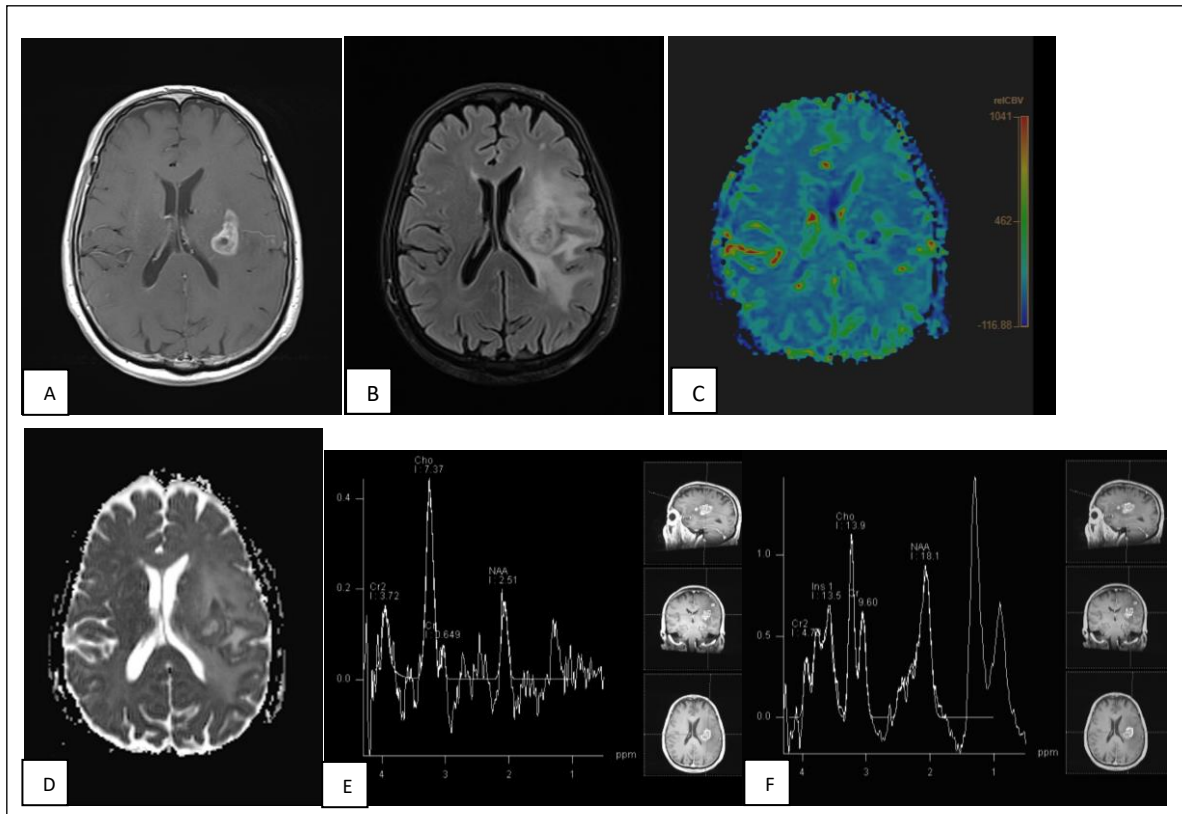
Imagen por RM de un GB (cedida por la Dra. Sara Castanyer).
